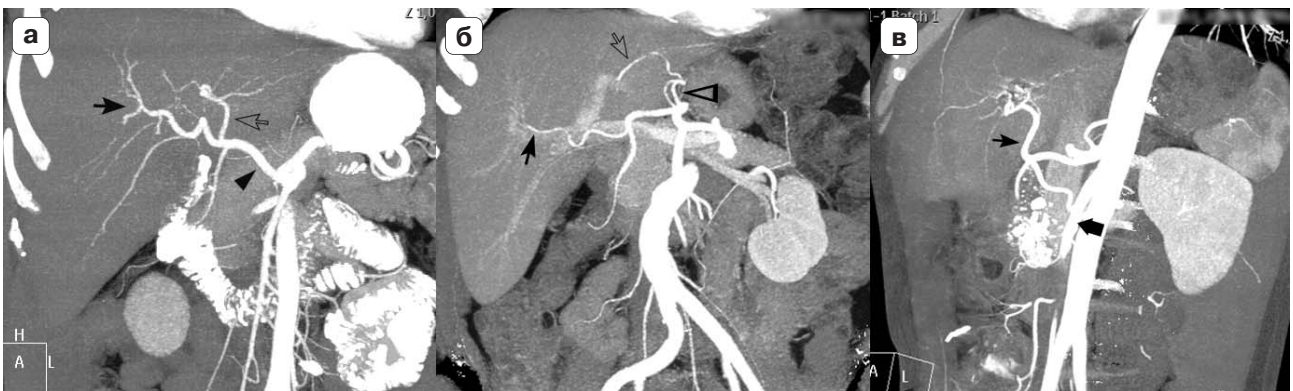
Компьютерные томограммы. Мультипланарная реконструкция наиболее частых типов артериального кровоснабжения печени по N.A. Michels. а – I тип, б – II тип, в – III тип. Правая печеночная артерия (черная стрелка), левая печеночная артерия (прозрачная стрелка), общая печеночная артерия (черная треугольная стрелка, левая желудочная артерия (прозрачная треугольная стрелка, верхняя брыжеечная артерия (крупная черная стрелка).
